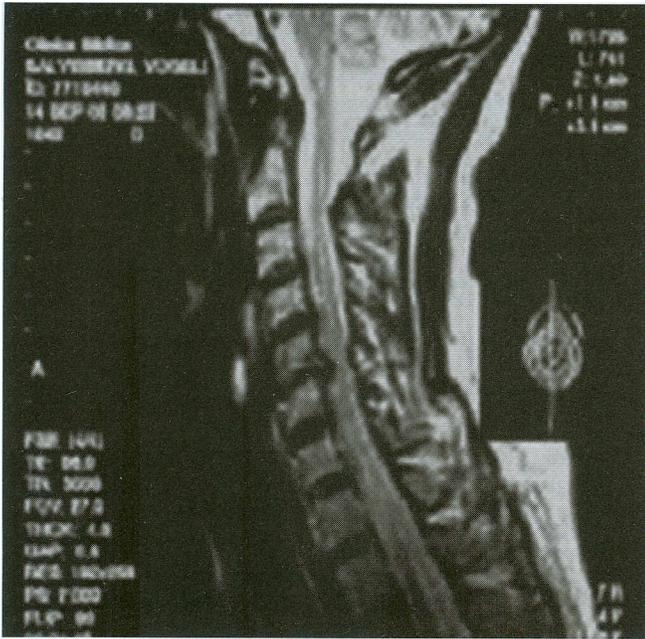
RMN preoperatoria evidenciando discopatía C5-6. Preoperative MRI that shows cervical disc disease C5-6.
